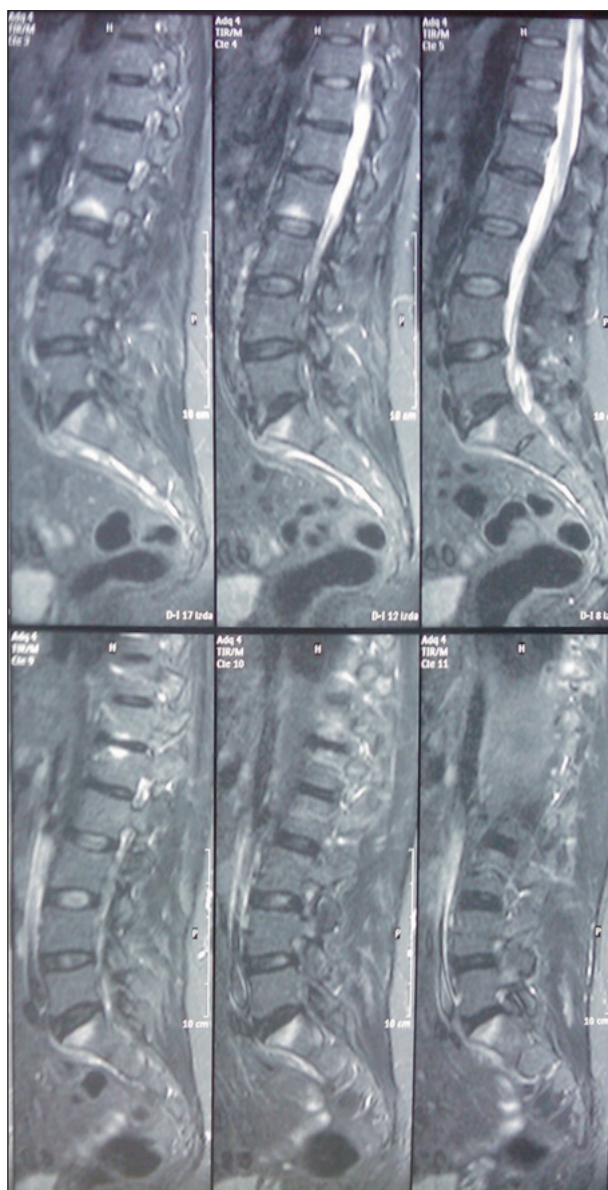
RM de la columna lumbar en secuencia STIR en donde se aprecian focos de señal hiperintensa indicadores de edema óseo (espondilitis) en la mitad superior de S1 y la inferior de L2 que se repiten en distintos cortes. La imagen corresponde a la misma paciente de las figuras 1, 4, 6 y 7
